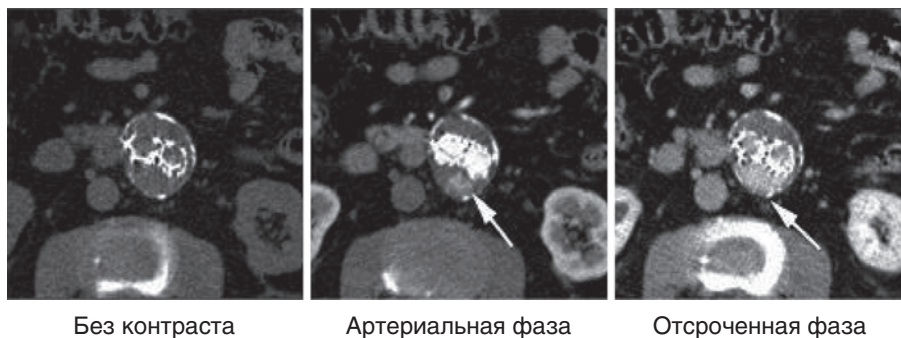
Аксиальные снимки компьютерной томографической ангиографии демонстрируют контрастную экстравазацию в задней части выключенной аневризмы на артериальной фазе (*стрелки*), которая увеличивается в фазе задержки, но не присутствует на изображениях до контрастирования, что соответствует эндопротечке II типа
